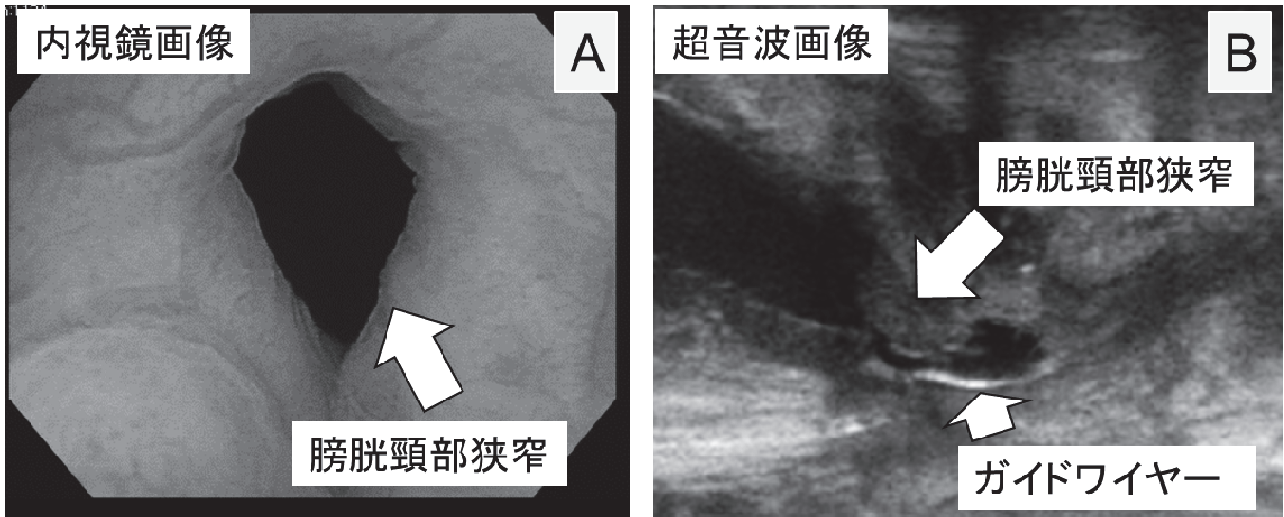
TRUS 下尿道狭窄拡張術の内視鏡画像と超音波画像
